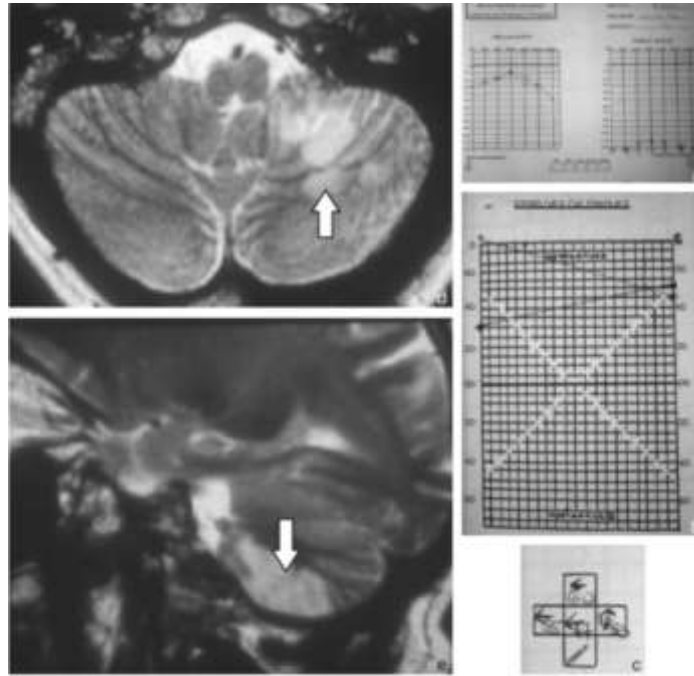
Infarctus dans le territoire de l'AICA, chez un patient ayant présenté un vertige isolé pendant plusieurs mois. Il a consulté aux urgences pour l'installation brutale d'un grand vertige rotatoire, associé à une surdité totale de l'oreille gauche, acouphènes, fourmillement au niveau de l'hémiface gauche et hémialexie. L'examen à l'admission a objectivé un nystagmus spontané horizontal droit devenant antihoraire dans le regard latéral gauche (c). L'audiogramme réalisé a confirmé la présence d'une cophose gauche (a). Les épreuves caloriques ont révélé une aréflexie vestibulaire gauche (b). Ce patient présentait donc un tableau associant des signes périphériques et centraux typiques d'une thrombose de l'AICA, d'où l'indication d'une IRM en urgence. Cette dernière a confirmé le diagnostic en mettant en évidence des lésions hyperintenses du pont et du pédoncule cérébelleux moyen (flèches).*
